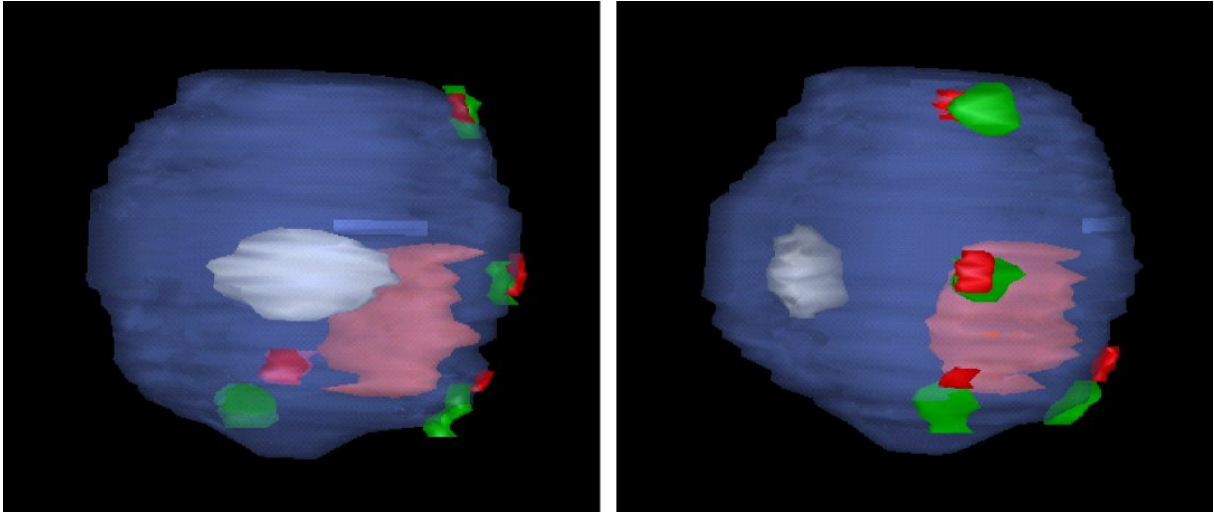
Voxel-basierte Bildfusion desselben Patienten mit Aderhautmelanom (rosa), Linse (weiß) im Verhältnis zu den Markierungsclips aus der CT (rot) und MRT (grün), geringe Abweichungen der MRT-basiert segmentierten Clips (rot) von den CT-basiert segmentierten Clips (grün) aufgrund von Augenbewegungen bei insuffizienter Retrobulbäranästhesie
